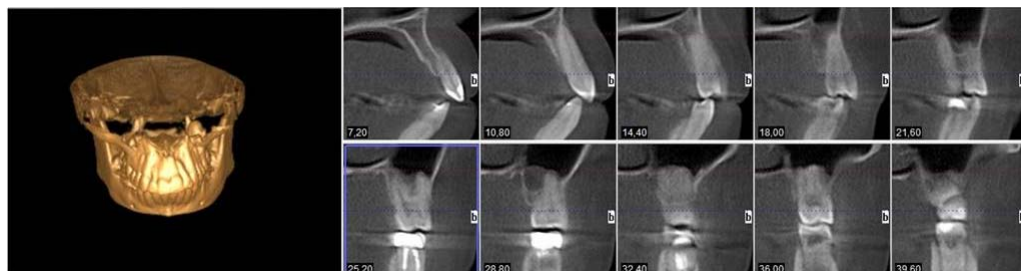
TAC tras realización de expansión Dentoalveolar donde se ha realizado una excesiva expansión.
